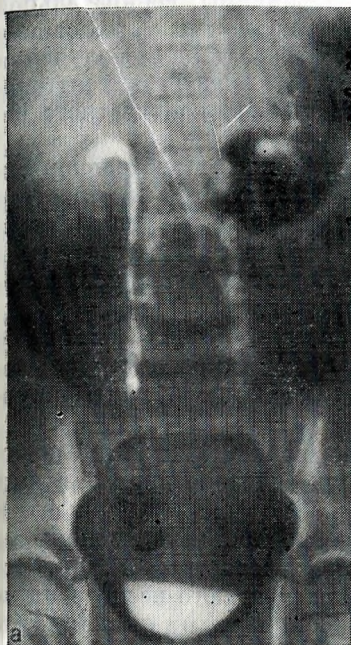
Рентгенограмма почек и их собирательной системы (а) здорового ребенка в возрасте $4\frac{1}{2}$ лет, у которого двусторонний рефлюкс (б) был выявлен с помощью экскреторного метода.
